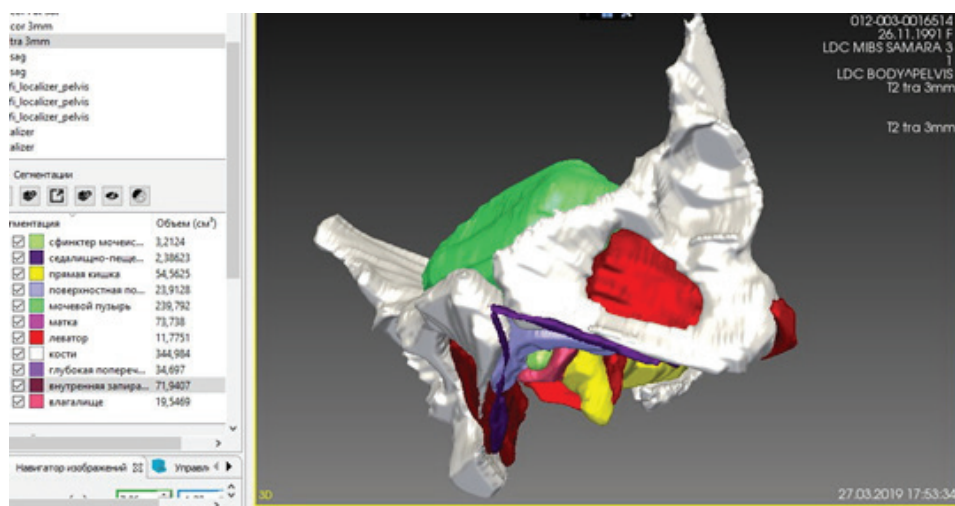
Трехмерная модель органов малого таза и некоторых образований тазового дна без визуализации данных МРТ
